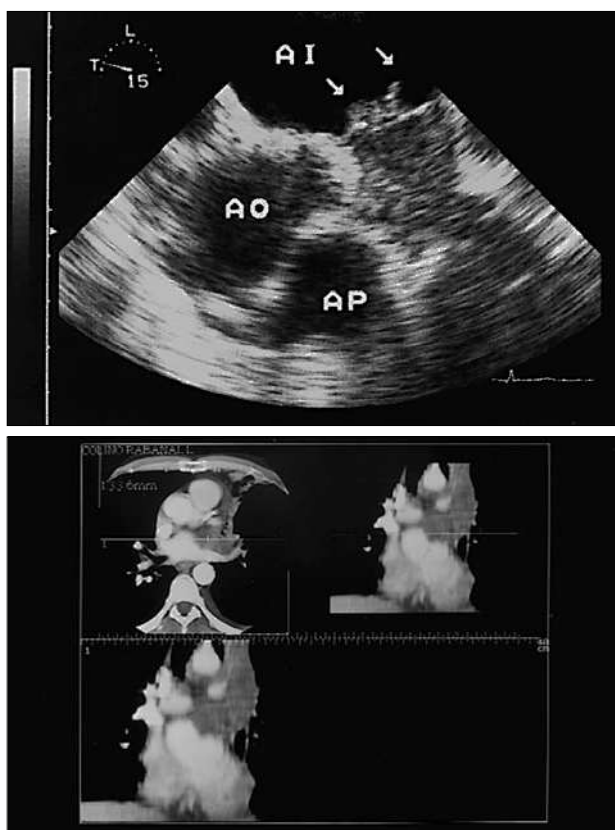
Infiltración de la aurícula izquierda: tomografía computarizada y ecografía transesofágica.
